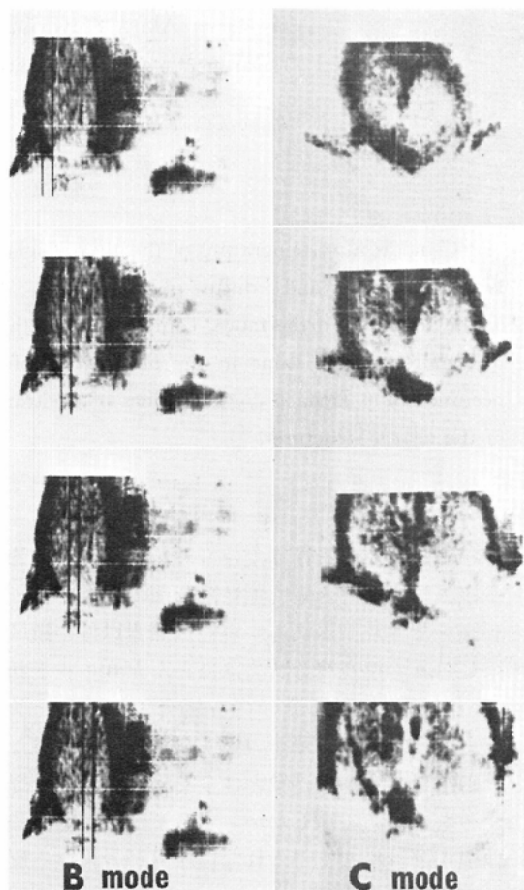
The size of the thyroid gland in C-mode ultrasonography is changed accordingly to the depth of the section.
